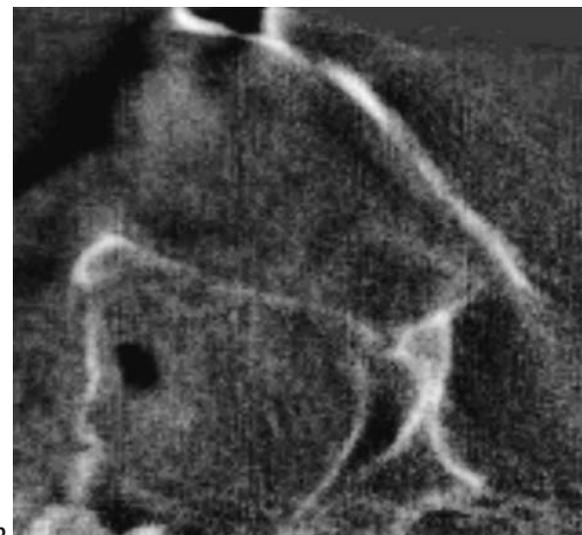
Intraoperative Bildgebung (Digitale Volumentomografie mit dem 3 D-C-Bogen). a Der 3 D-C-Bogen dreht sich um den Patientenkopf um 180 Grad. Die Datensatzerhebungszeit beträgt intraoperativ 2–3 Minuten. b Die multiplanare Datensatzdarstellung ermöglicht intraoperativ die genaue Analyse des Repositionsergebnisses bei einer lateralen Mittelgesichtsfraktur und die Beurteilung der Versorgungsnotwendigkeit der Orbitawände nach Reposition des Jochbeins und des Jochbogens. Diese intraoperative Kontrolle ist insbesondere bei geschlossener Hakenzugreposition einer einfachen Jochbeinfraktur oder einer isolierten Jochbogenfraktur indiziert.
